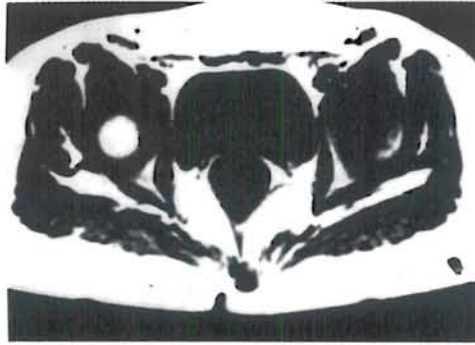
9 yaşında sol femur cisim kırıklı olgunun preoperatif kalça grafisi.
